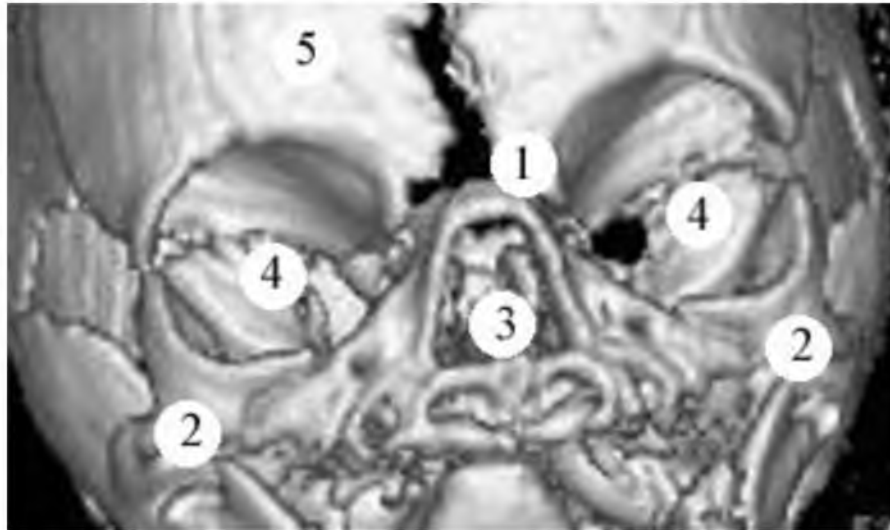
Череп плода 350,0 мм ТПД. Передня проєкція. Комп'ютерна томограма. Зб. 3,6<sup>x</sup>:
